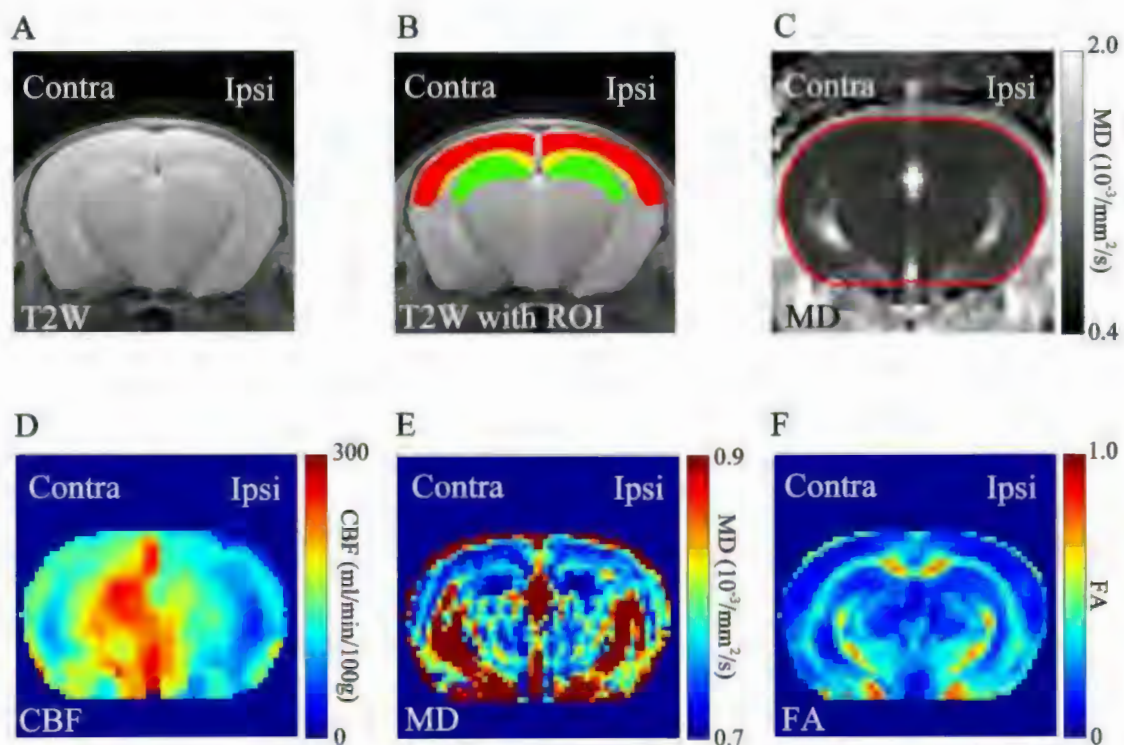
MRI 測定により得られる代表的な個体の画像。A:慢性低灌流モデルマウスの T2 強調画像。結紮側 (右 : Ipsi) と対側 (左 : Contra) における構造上の違いは無かった。B : T2 強調画像上に描かれた関心領域。関心領域は皮質 (赤)、脳梁と外包 (CC+EC:黄)、海馬 (緑) に描かれた。C : 選択された脳領域を赤で示した、広いカラースケールの MD マップ。D:脳血流 (CBF) マップ。E:狭いカラースケールの MD マップ。F : FA マップ。
